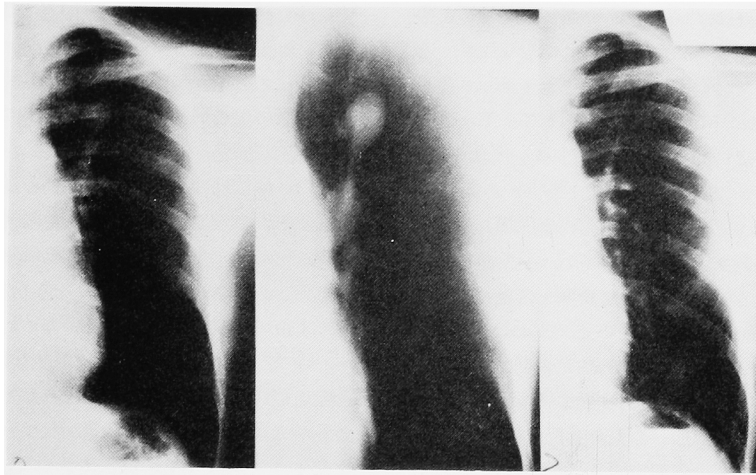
症例4の胸部単純写真および胸部断層撮影：(左) 化学療法前 (中) CDDP 100 mg 投与後 (右) PVB 療法2コース終了後
